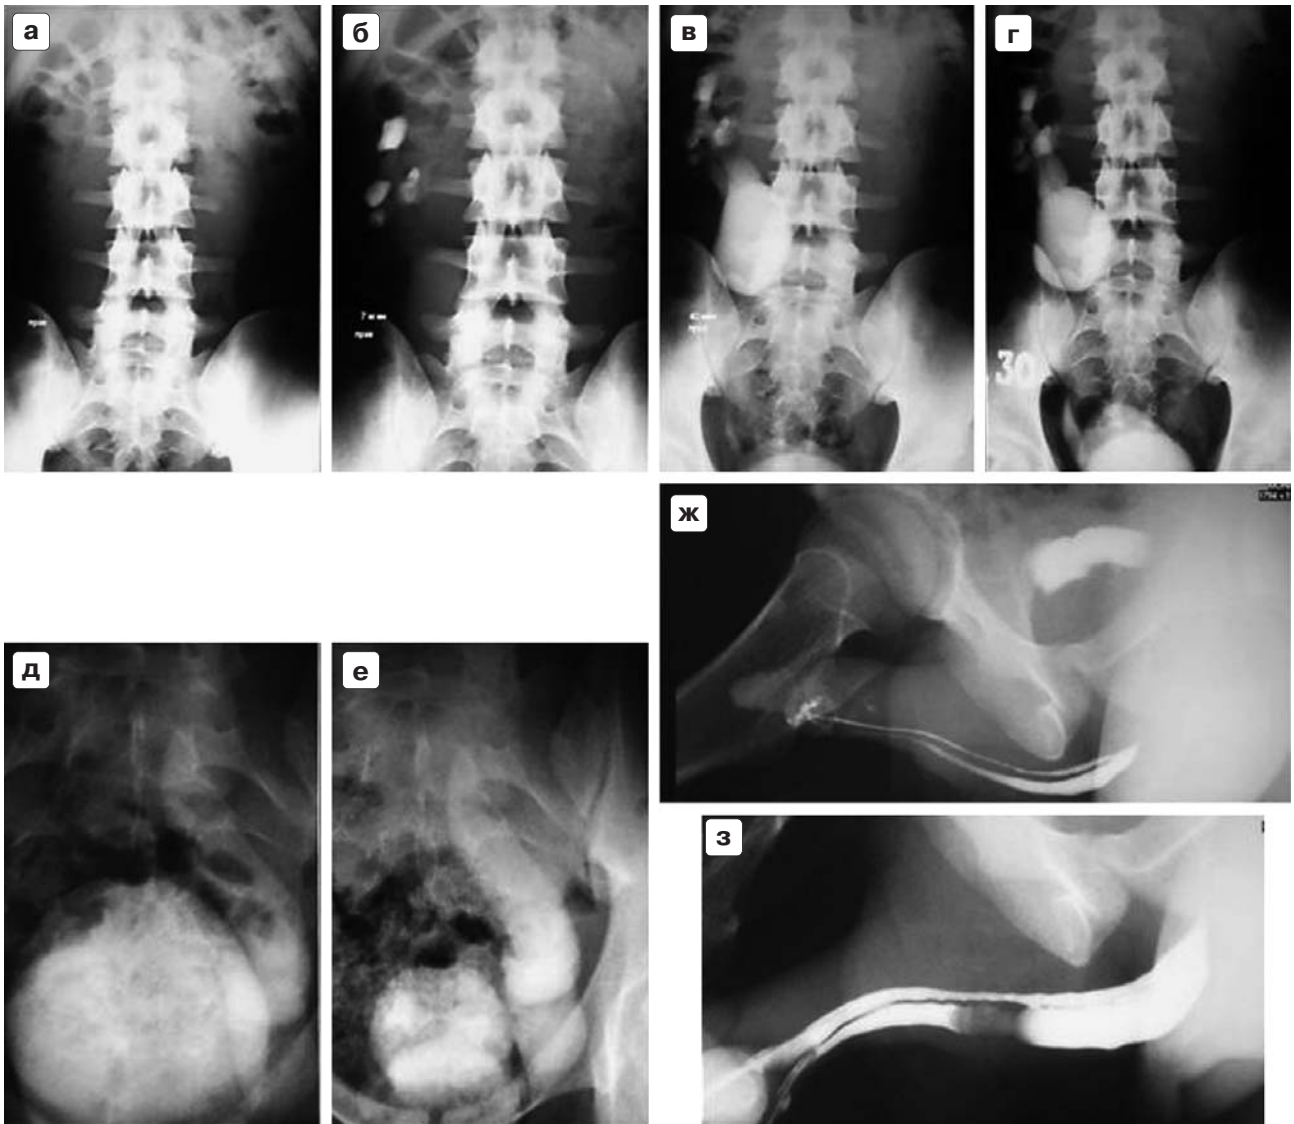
Сформатированные на одну пленку исследования мочевыводящей системы (обзорная рентгенограмма, внутривенная урография, уретроцистография, ретроградная цистография) у больного с множественными аномалиями развития мочевыделительной системы.
